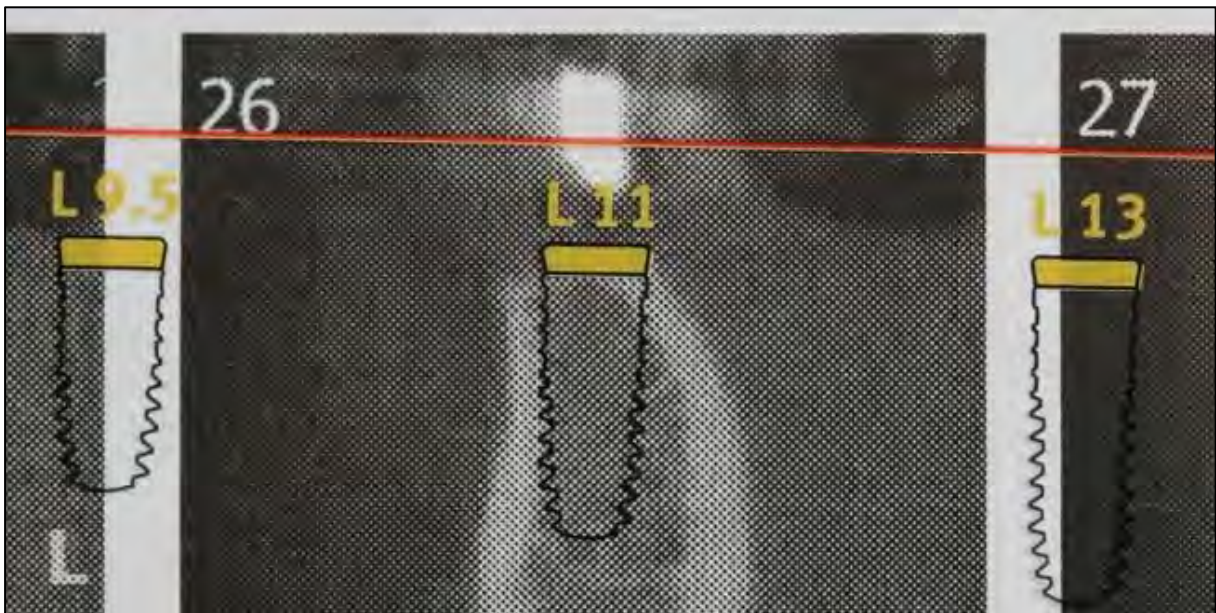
Plaque radiographique avec calque implantaire (Xive-S)
